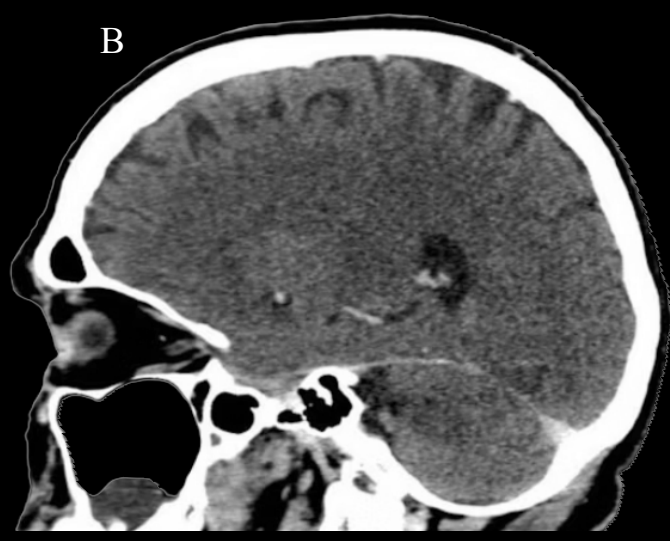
Secção sagital do encéfalo ao nível do corpo amigdalóide. RNM (A) e TC (B). Posteriormente ao núcleo putame pode-se observar os núcleos globo pálido lateral e globo pálido medial. Neste corte é possível visualizar as relações do hipocampo com o corpo amigdalóide, cauda do núcleo caudado e com o cornio temporal do ventrículo lateral. Observa-se também o átrio do ventrículo lateral e parte do cornio occipital.
